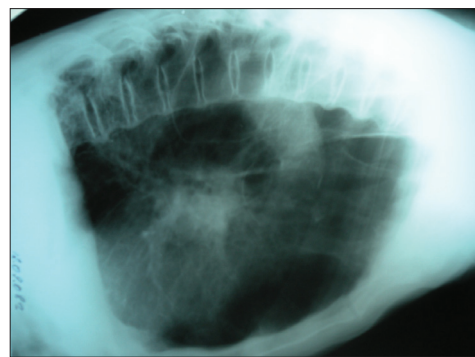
Пациент В. Рентгенография органов грудной полости в боковой проекции
